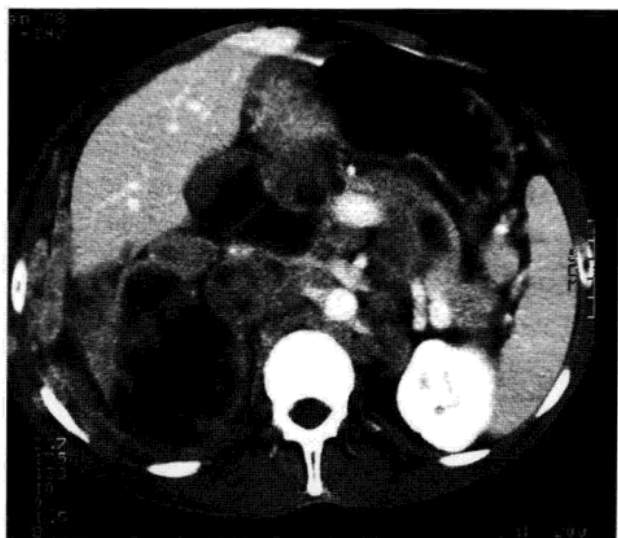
结肠癌腹膜后转移。肾脏水平腹部增强 CT 横断面，可见多发大小不等淋巴结影，部分淋巴结融合，血管及肠襻受压移位。部分淋巴结可见明显坏死区，部分仍呈均质信号。
